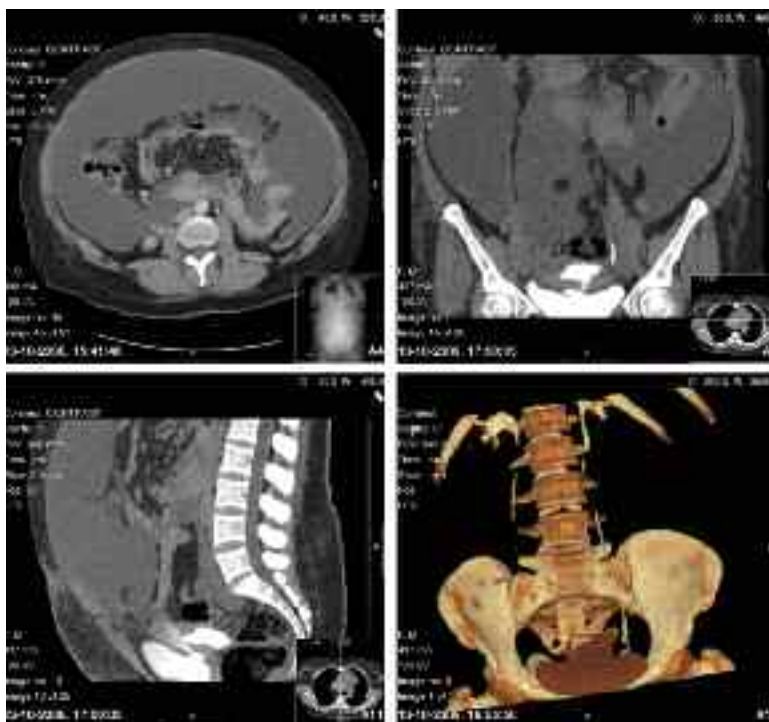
Arriba a la izquierda: corte axial de tomografía computarizada (TC) que muestra la acumulación de líquido intrabdominal; Arriba a la derecha y abajo a la izquierda: cortes coronal y sagital de TC, respectivamente, que muestran el escape de contraste en la pared posterior de la vejiga; Abajo a la derecha: reconstrucción tridimensional que pone de manifiesto el escape.
